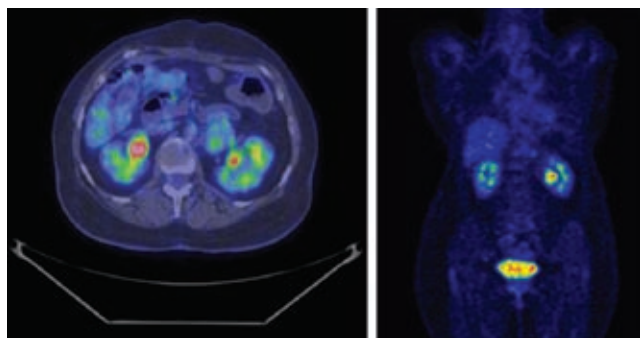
PET CT donde se identifica lesión nodular hipermetabólica en el hilio vascular del riñón izquierdo.
